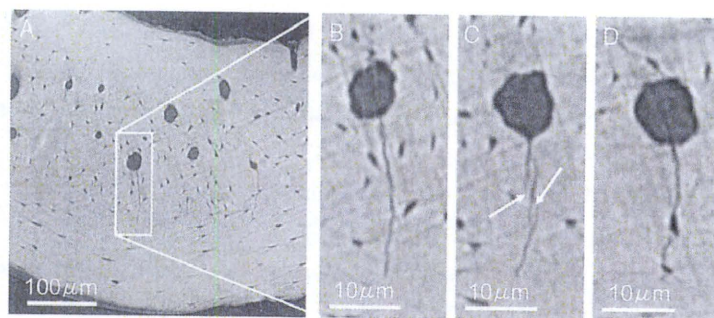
シンクロトロンCTで観察したマイクロクラック
